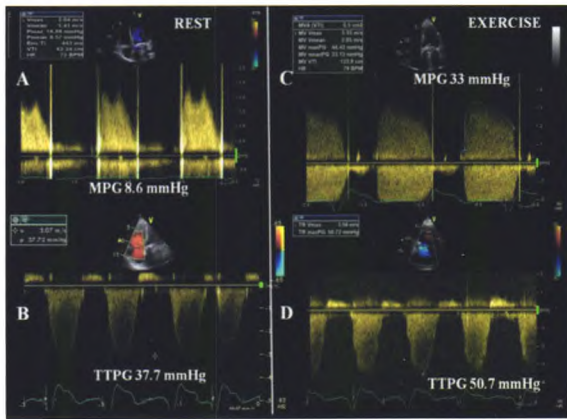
人工二尖瓣功能障碍和运动超声心动图 二尖瓣位置人工机械性瓣膜患者主诉运动后呼吸困难,在静息状态下跨瓣压差轻度升高(A),而在运动超声心动图过程中平均跨瓣压差(MPG)显著增加(C)。与静息状态相比(B),运动过程中(D)三尖瓣跨瓣压差(TPPG)显著增加,这与跨人工二尖瓣的跨瓣压差增加是平行的
